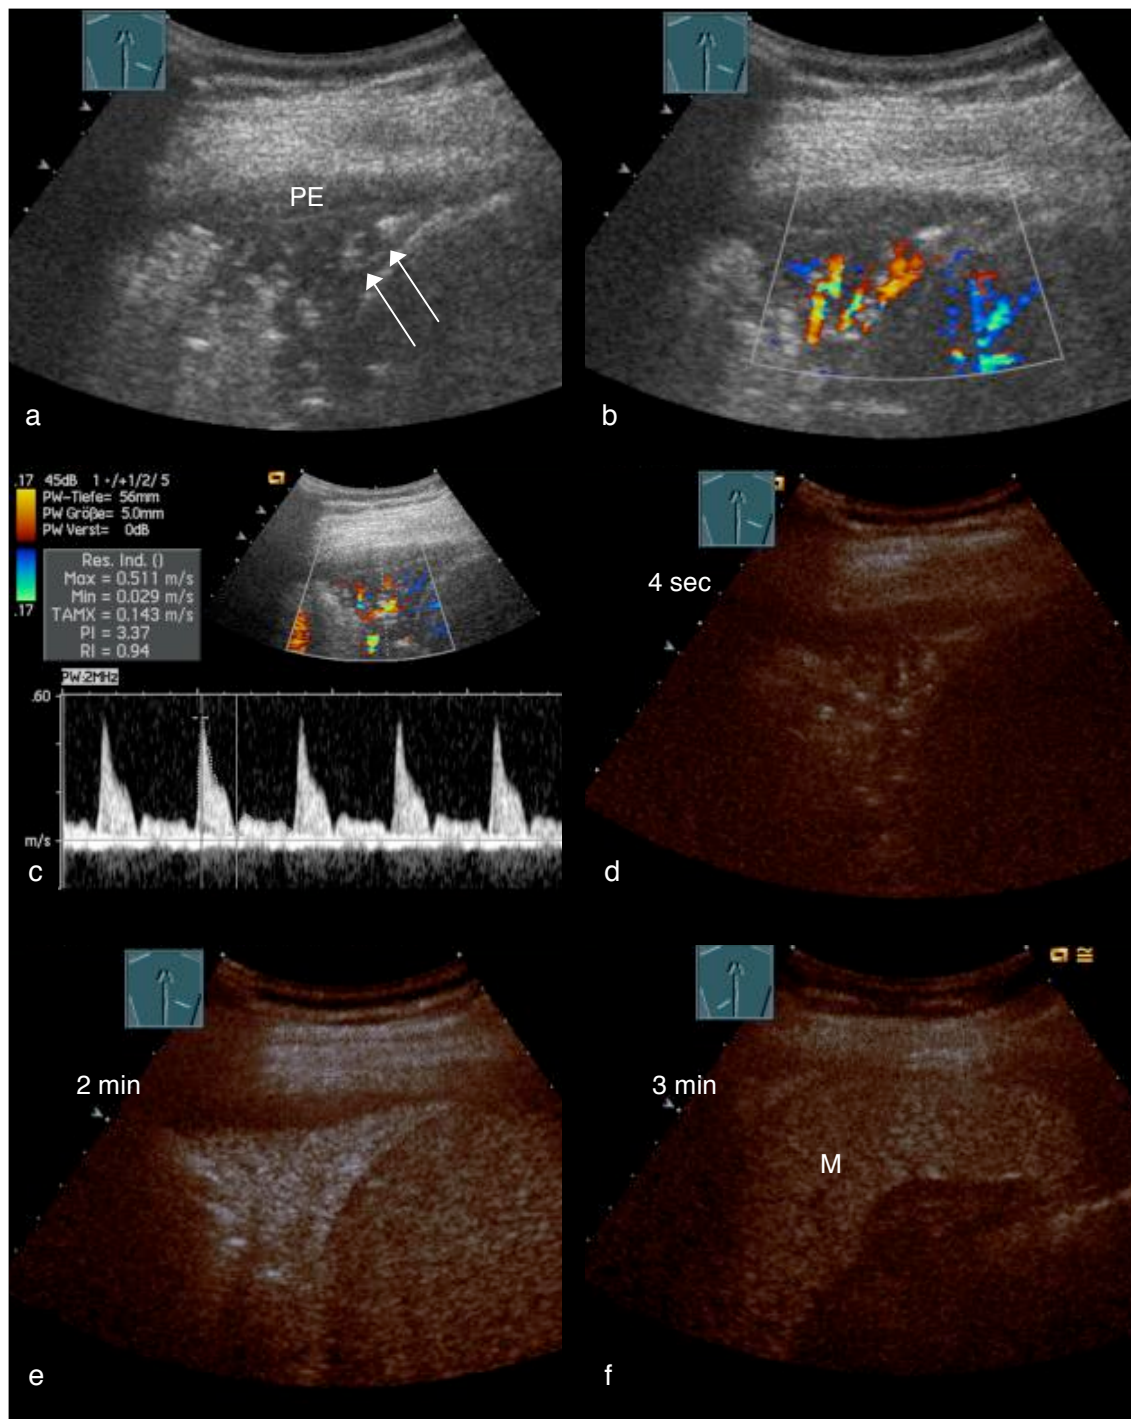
Patient Nr. 13: 50 jährige Frau ohne Begleiterkrankungen; Aufnahme bei seit 2 Tagen bestehendem Fieber und Schüttelfrost sowie stechenden Schmerzen im rechten Oberbauch und Thoraxwand begleitet von Dyspnoe; a) B-Bild-Sonographie: Keilförmige Läsion mit Aerobronchogramm (Pfeile) und Pleuraerguss (PE); b) Farbdopplersonographie: Astartig betonte Flusssignale; c) Spektralkurvenanalyse: Hochimpedante biphasische Flusssignale wie bei Pulmonalarterien; d) KUS: Nach 4 s reicht das Kontrastmittel in der Läsion an und spricht damit für ein pulmonalarterielle Versorgung; e) nach 2 min ist die Läsion homogen mit Kontrastmittel angereichert und der Pleuraerguss demarkiert sich deutlich. f) KUS: Nach 3 min ist das Ausmaß der Kontrastmittelanreicherung im Vergleich zur Milz (M) isoechogen.
